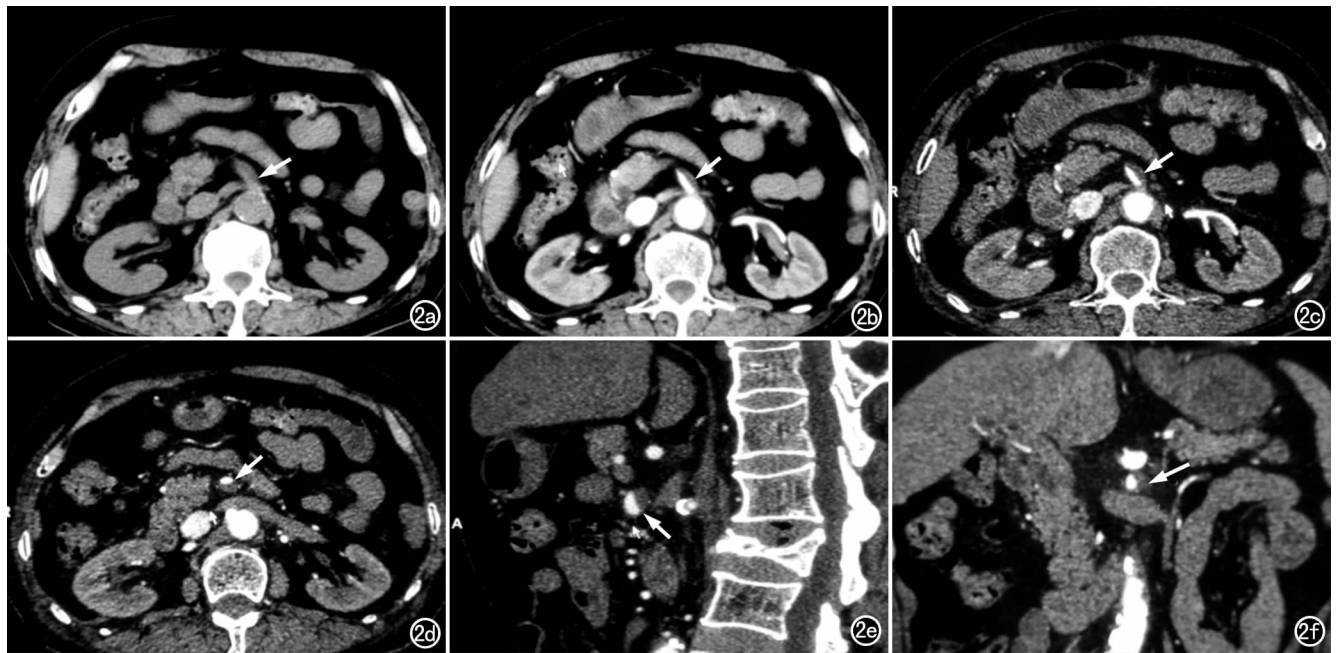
患者因腹痛半小时急诊入院。a) CT 平扫肠系膜上动脉增粗(箭); b) CTA 动脉早期图像显示肠系膜上动脉内低密度缺血充盈缺损(箭); c) 薄层重建图像,显示 SAM 呈双腔改变(箭),高密度为真腔,低密度为假腔,中间可见一弧形间隔影; d) 薄层重建图像,显示 SAM 呈双腔改变(箭),高密度为真腔,低密度为假腔,中间可见一弧形间隔影; e) 下方层面薄层重建图像,显示 SAM 呈双腔改变(箭); f) 矢状面图像显示 SMA 的双腔改变,假腔位于后方(箭); g) 冠状面图像显示 SMAD(箭)。
